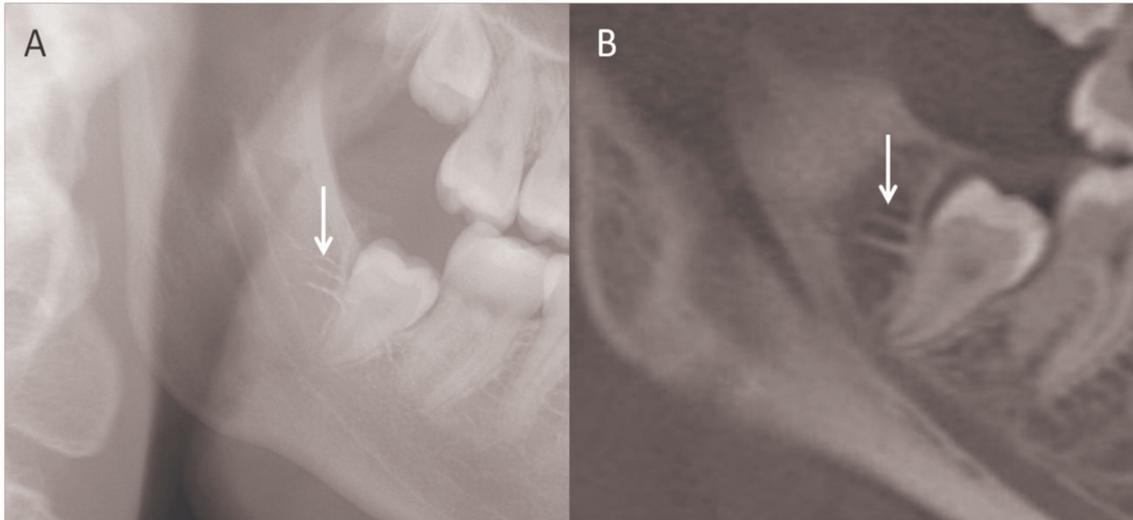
(A) Radiografia panorâmica parcial e (B) Corte sagital da TCFC evidenciando a presença do canal mandibular bífido adjacente ao terceiro molar inferior direito.
